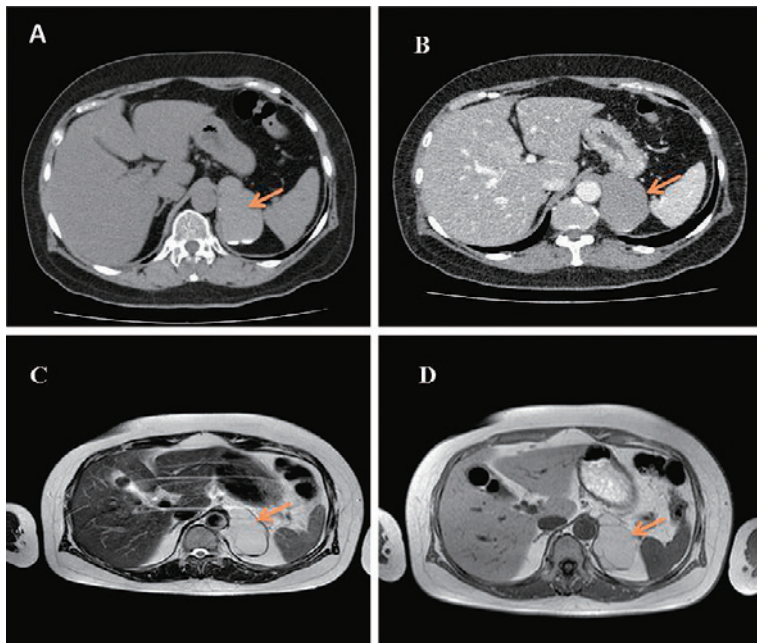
A. 腹部単純CT, B. 腹部造影CT, C. 腹部MRI T2強調像, D. 腹部MRI T1強調像.
